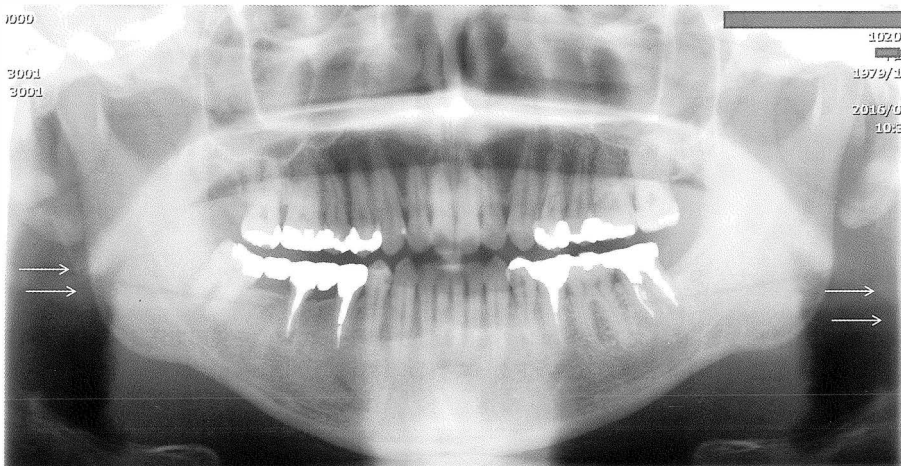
症例1初診時のパノラマ写真の所見 CT所見を参考にすると茎状突起の左右差が示唆される（右側：細く正常計測値、左側：太く過長）。
